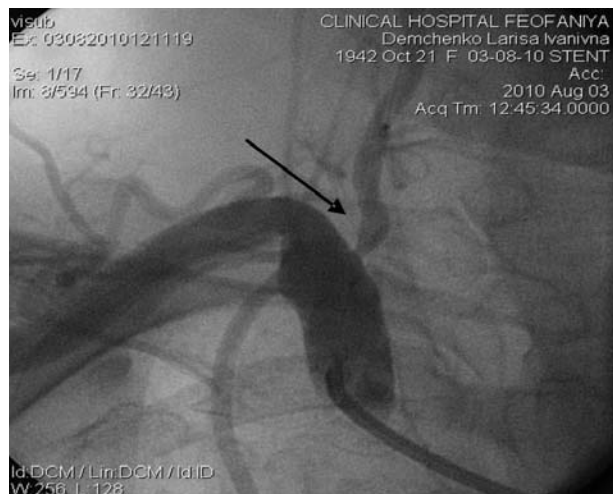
Рентгенконтрастна артеріографія хворої Д. Візуалізується S-подібний «кінкінг» правої ХА зі стенозом I сегменту.
